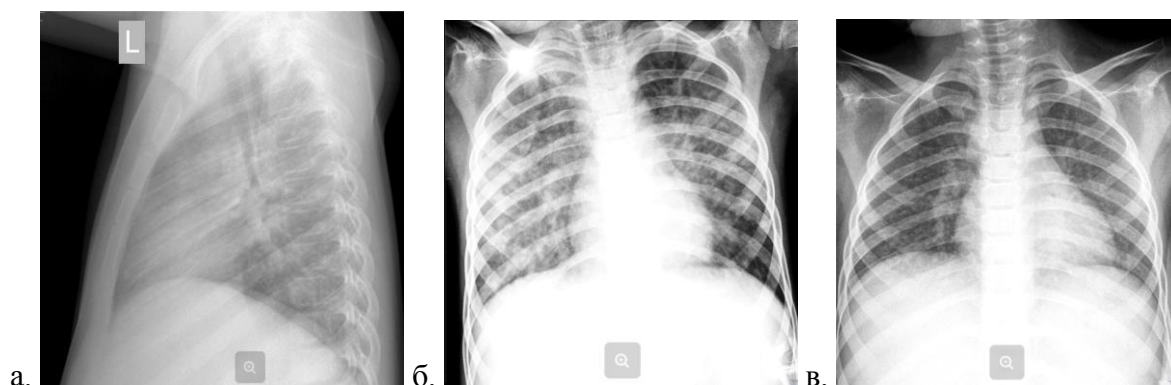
Рентгенограммы органов грудной клетки пациента М., 11 лет, от 16.09.2016 г. Тотальная интерстициальная пневмония
